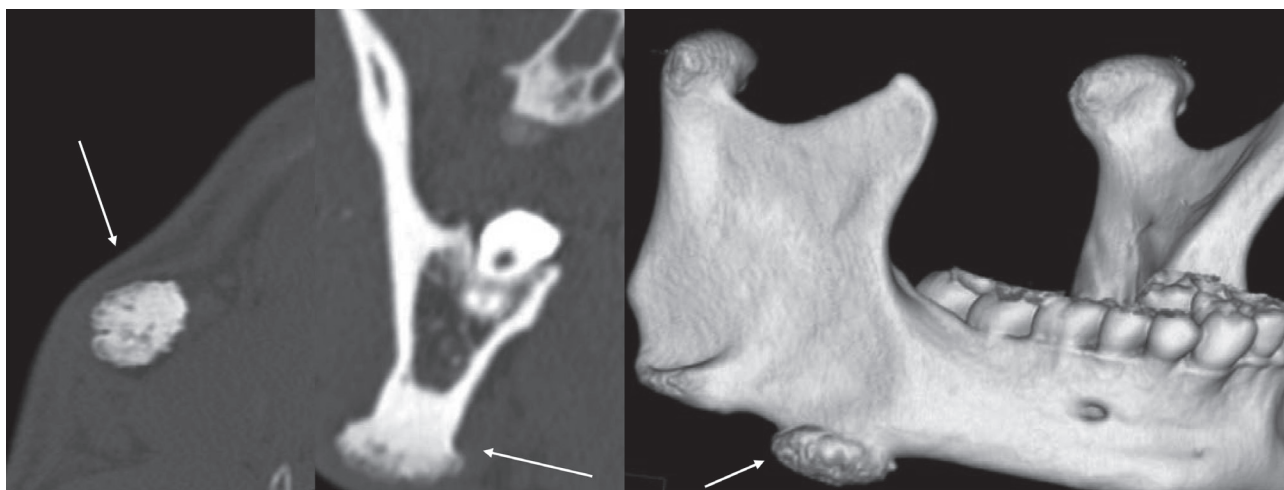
МПР при КТ. Периферическая остеома нижней челюсти справа
